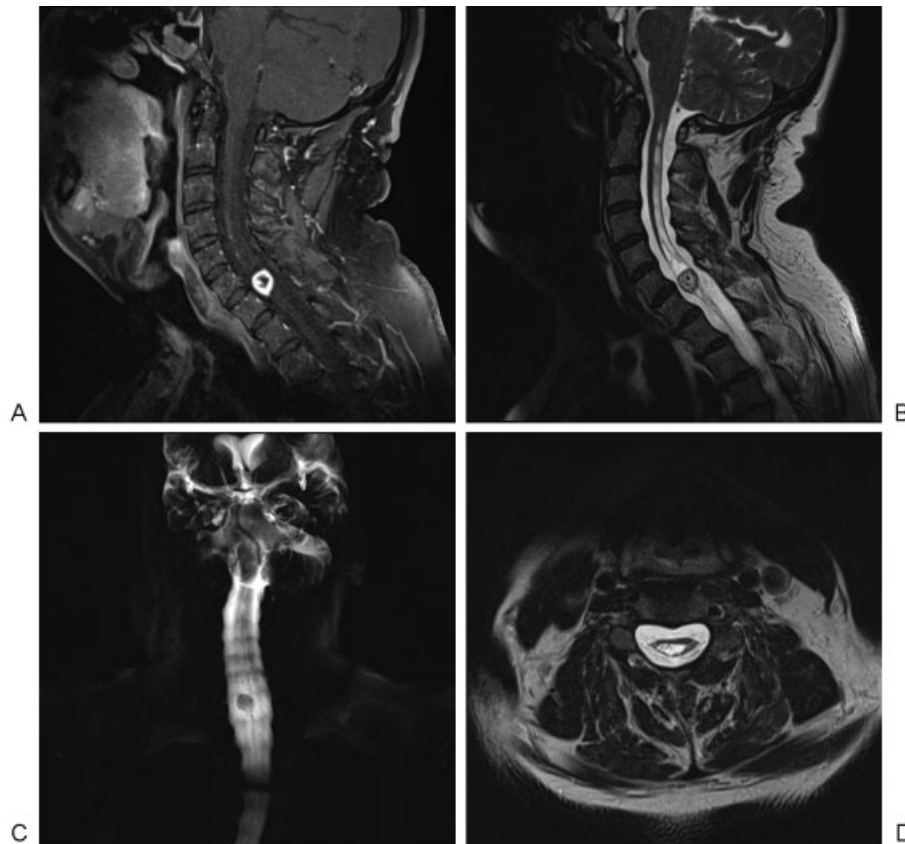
Ressonância magnética mostrando lesão intramedular que se estende de C6 a C7.
